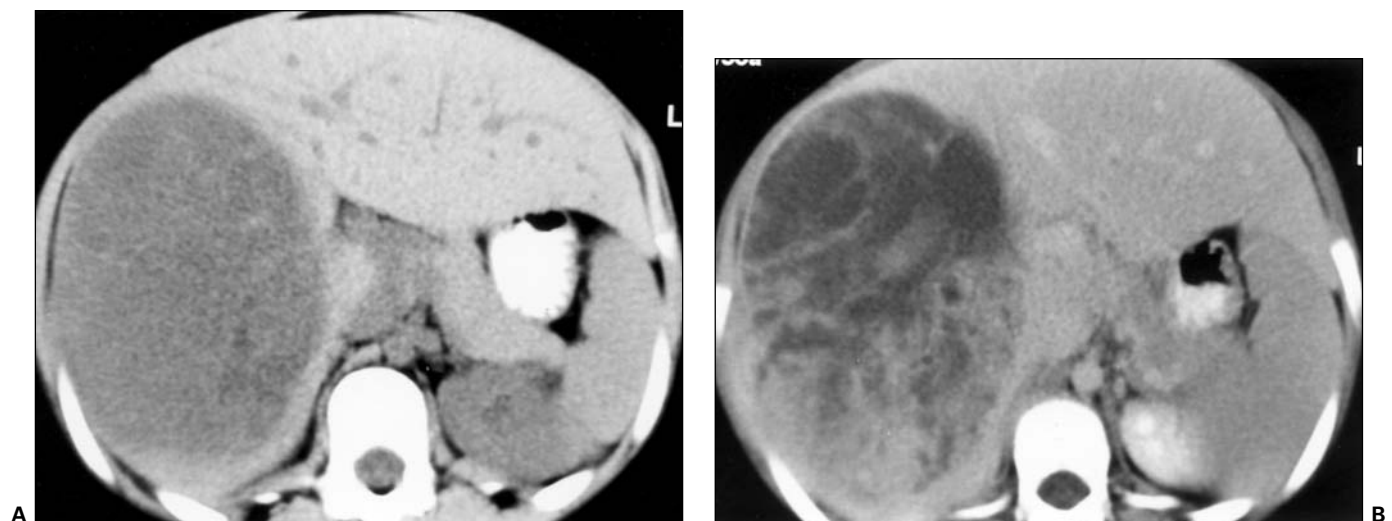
A: Tomografia computadorizada do abdome sem contraste demonstrando o componente de baixa atenuação do tumor. B: Tomografia computadorizada do abdome com contraste mostrando captação heterogênea do meio de contraste por componentes sólidos no interior do tumor.
